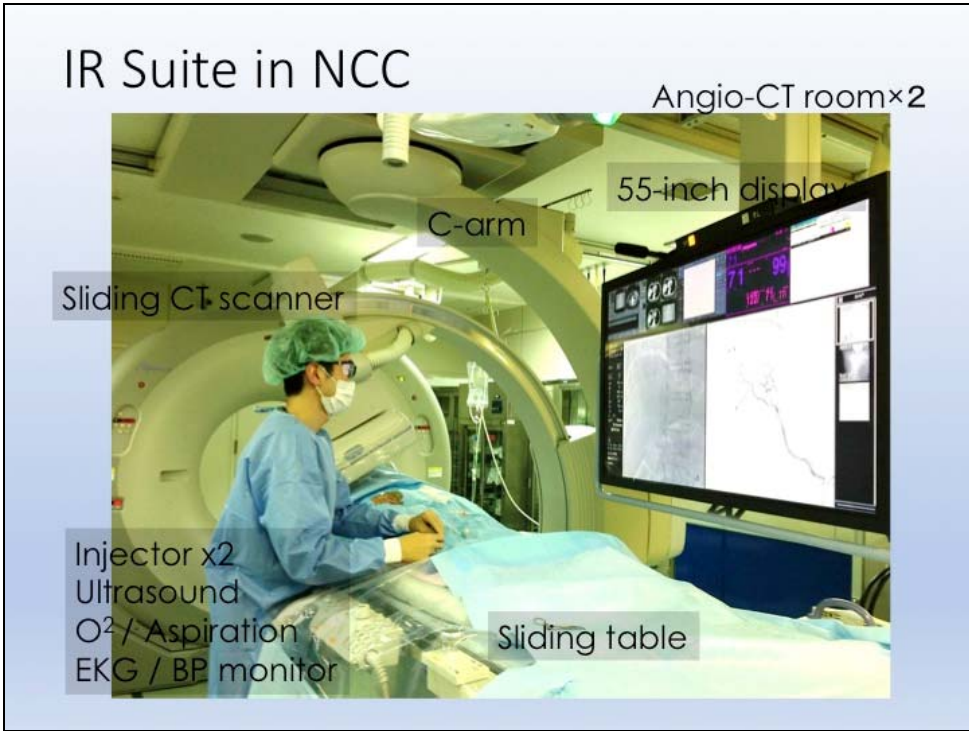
Angio-CT，配有 single-plane C-arm 和 60 切 CT
